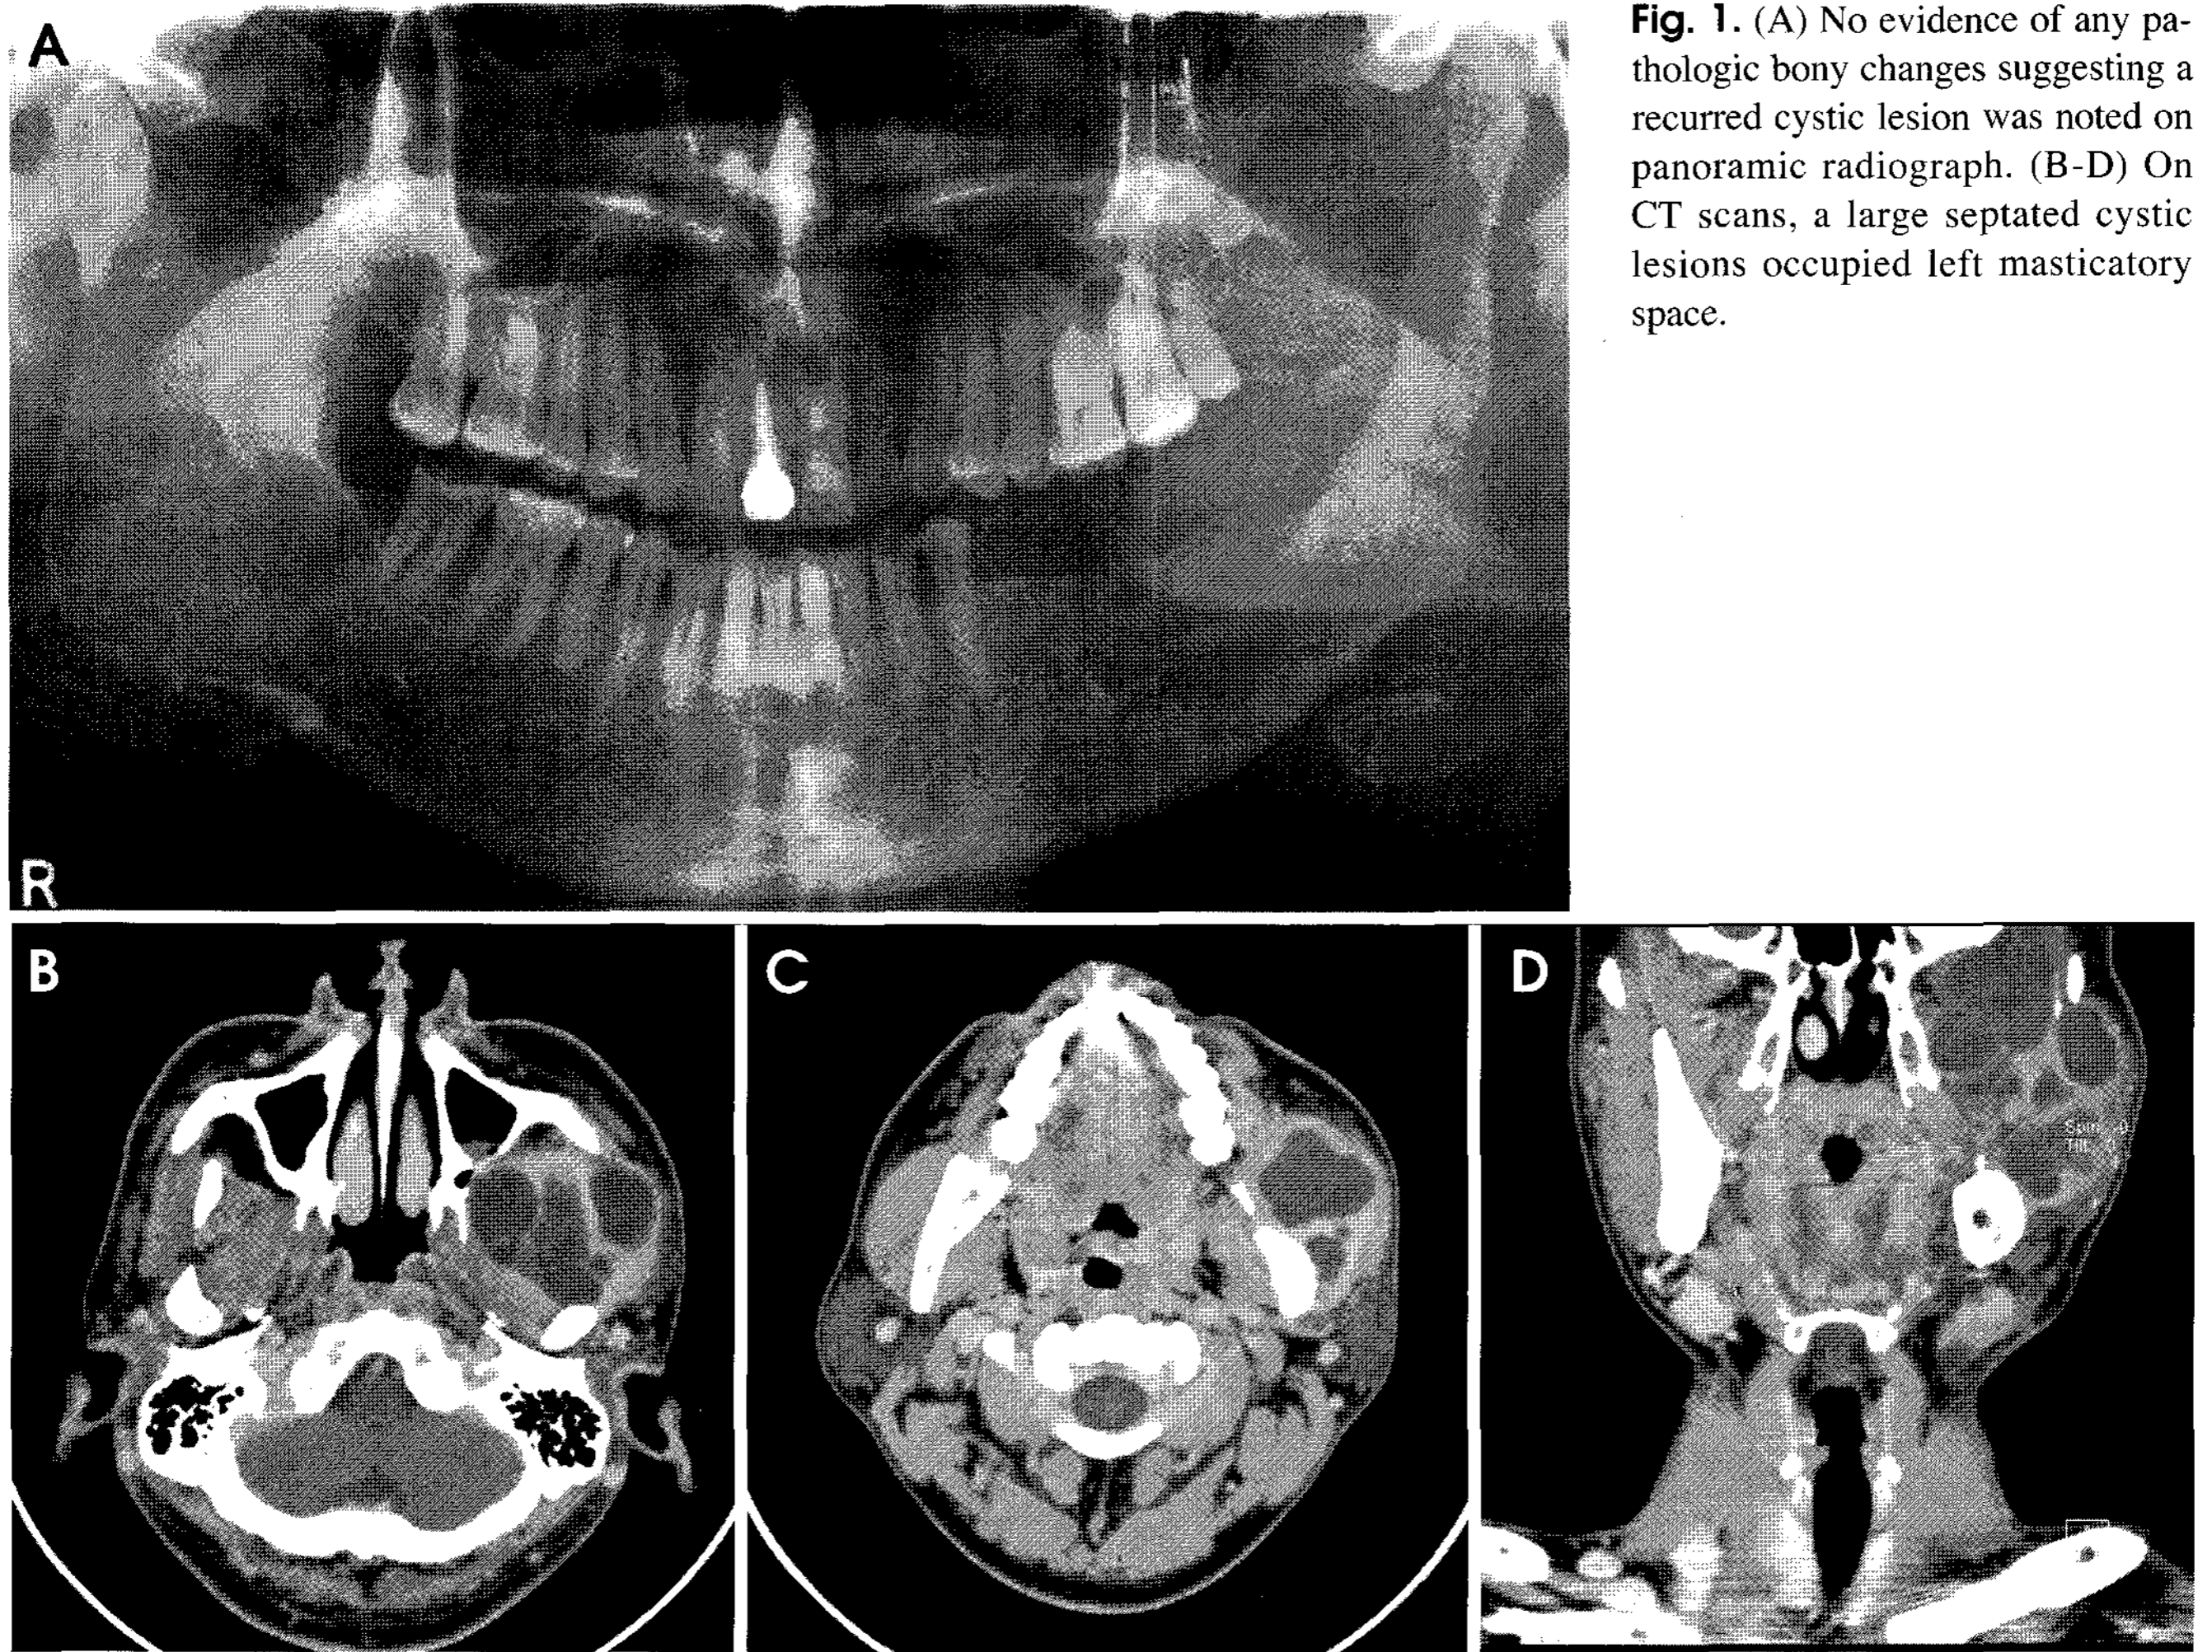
(A) No evidence of any pathologic bony changes suggesting a recurred cystic lesion was noted on panoramic radiograph. (B-D) On CT scans, a large septated cystic lesions occupied left masticatory space.
